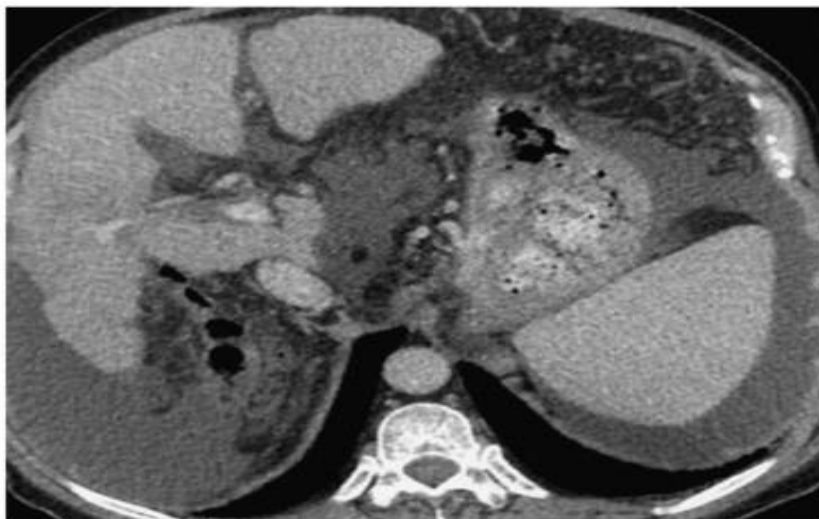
Coupe axiale en TDM avec injection de produit de contraste chez un patient ayant une cirrhose avec une dysmorphie hépatique sévère. L'anatomie est remaniée mais les rapports de la surrenale et de la veine cave inférieure sont constants [29].
